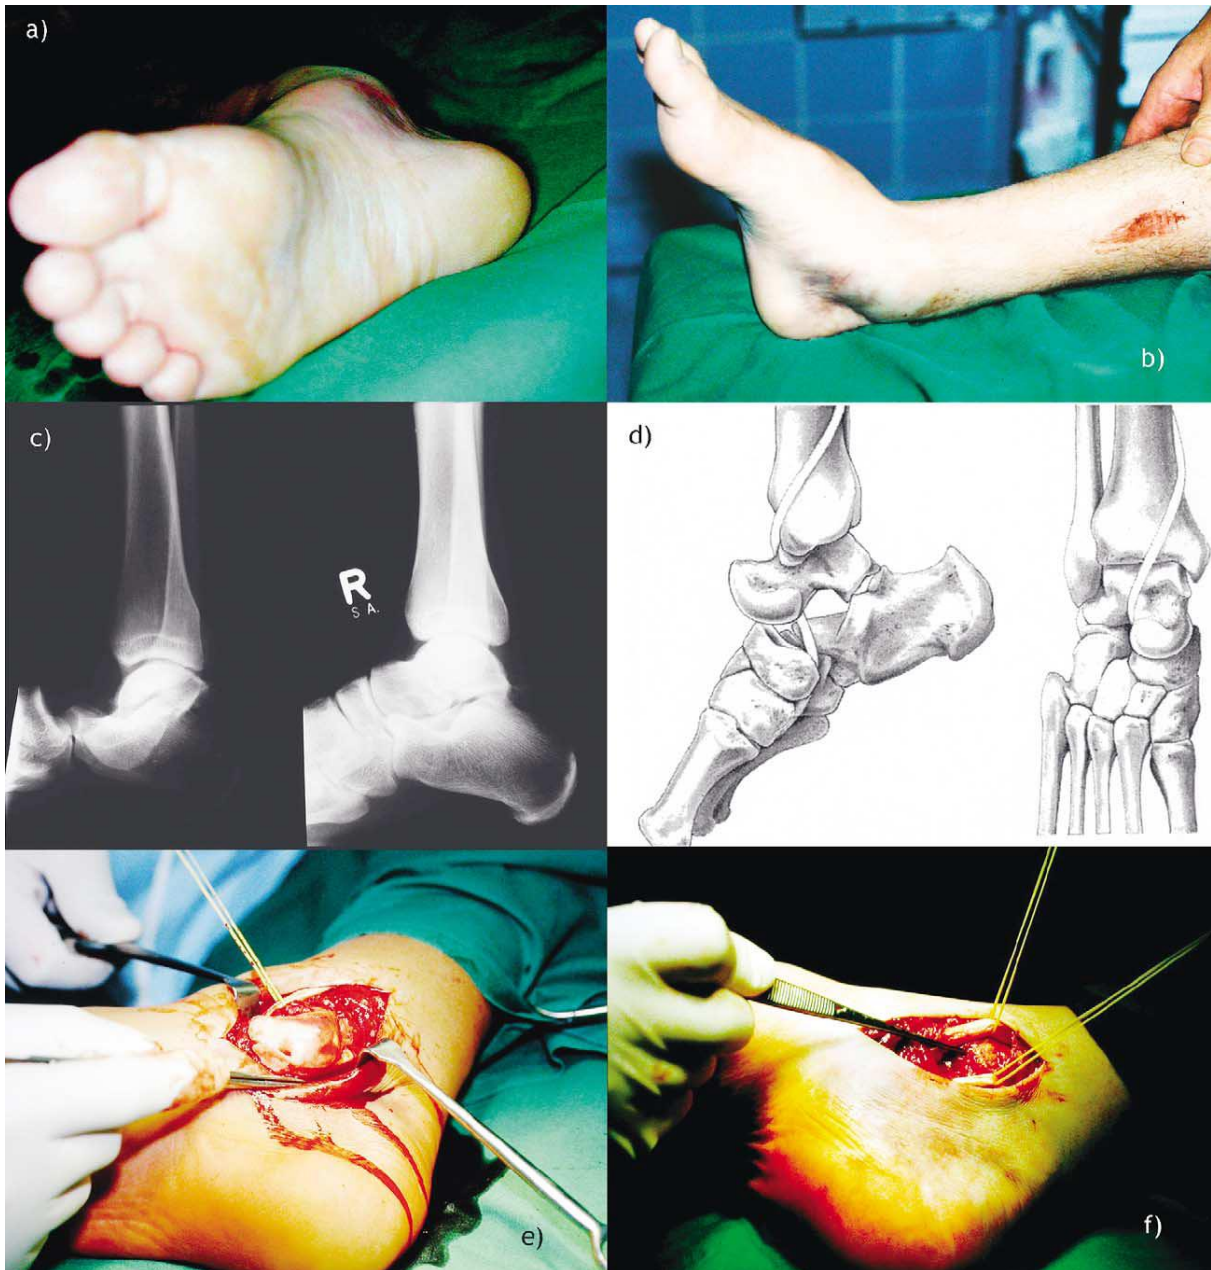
DIE LATERALE SUBTALARE LUXATION (a, b) Laterale subtalare Luxation, klinisches Bild mit klar erkennbarem Taluskopf, (c) Röntgenbilder: Trauma- und post- Replicationsaufnahme, (d) Sehne des M. tibialis posterior als Replicationshindernis, (e) Intraoperativer Situs: Sehne des M. tibialis posterior angezügelt an einem Gummiband, (f) Situs nach Reposition (aus Wagner R, Die subtalare Luxation, 1995)
